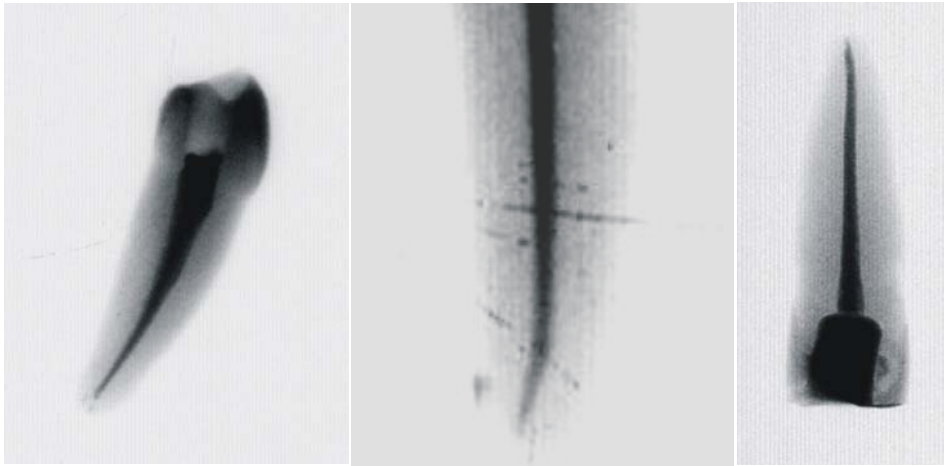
farbinvertierte Röntgenbilder von 3 Zahnproben zur Kontrolle der Wurzelfüllung
